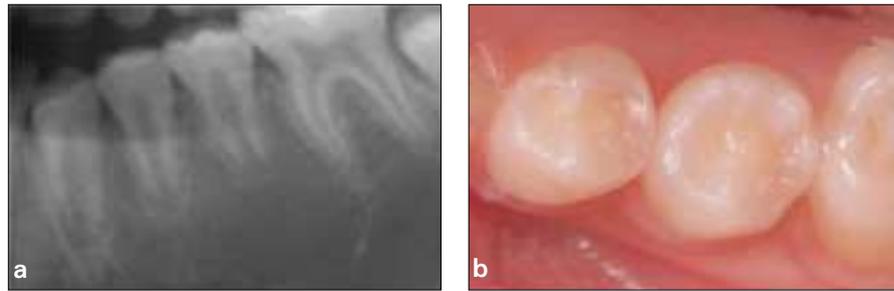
12 Months after Tx. (a) Radiographic view. (b) Occlusal view.
